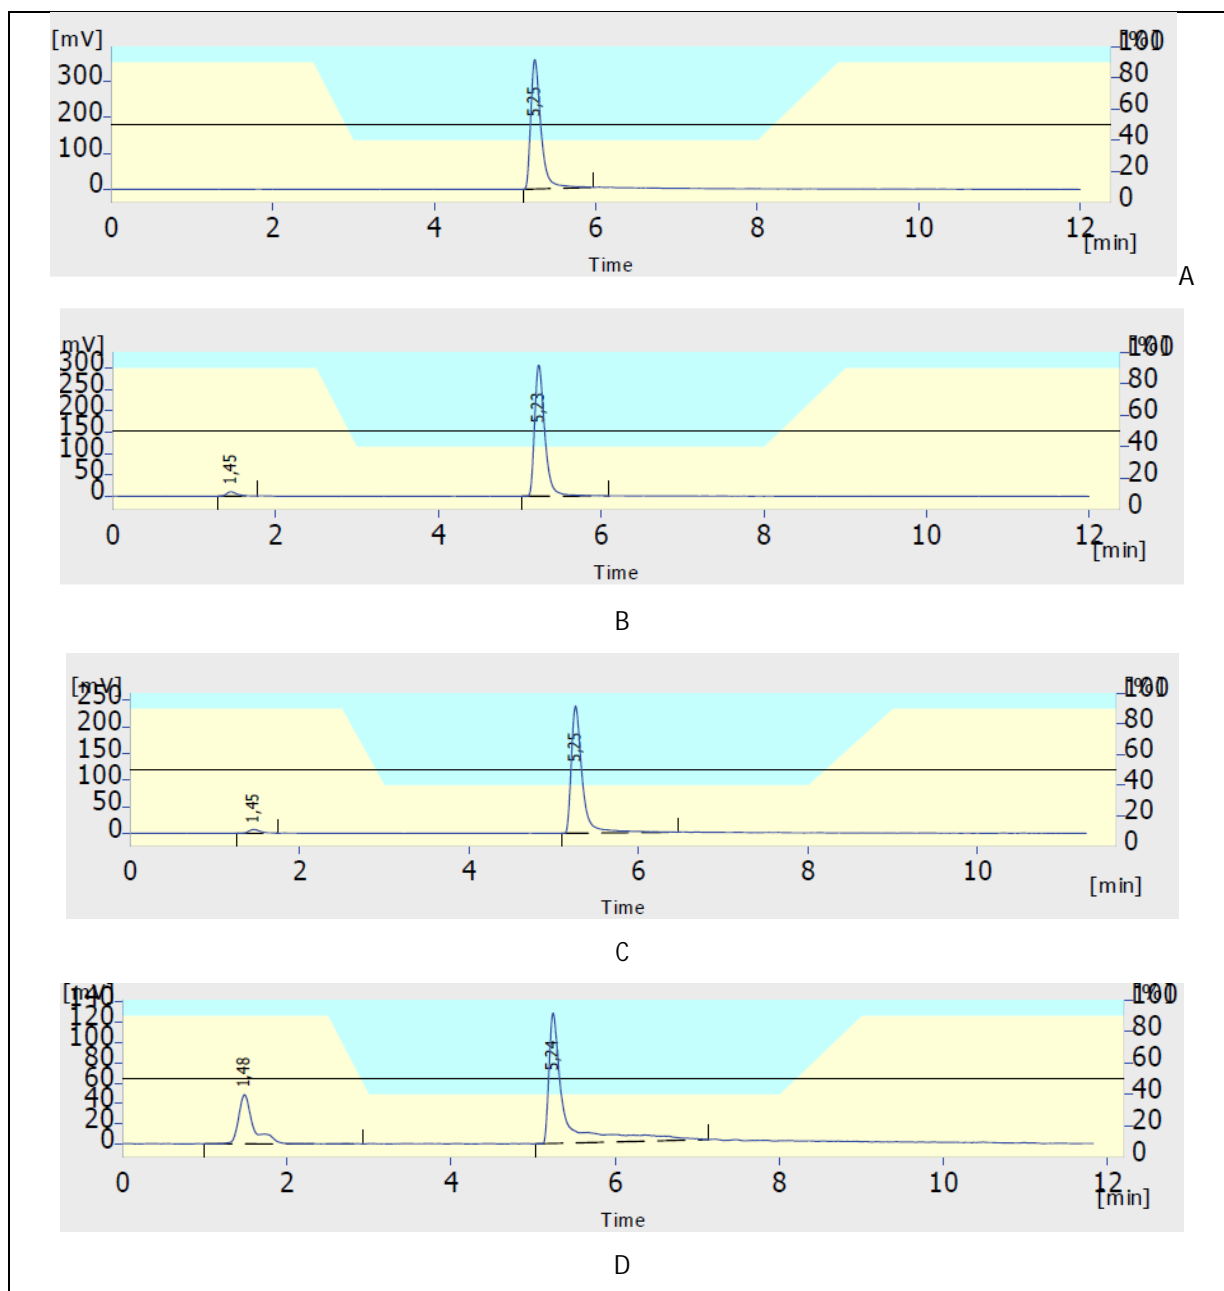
RP-HPLC chromatogram of <sup>177</sup>LuPSMA-I&T labeled
